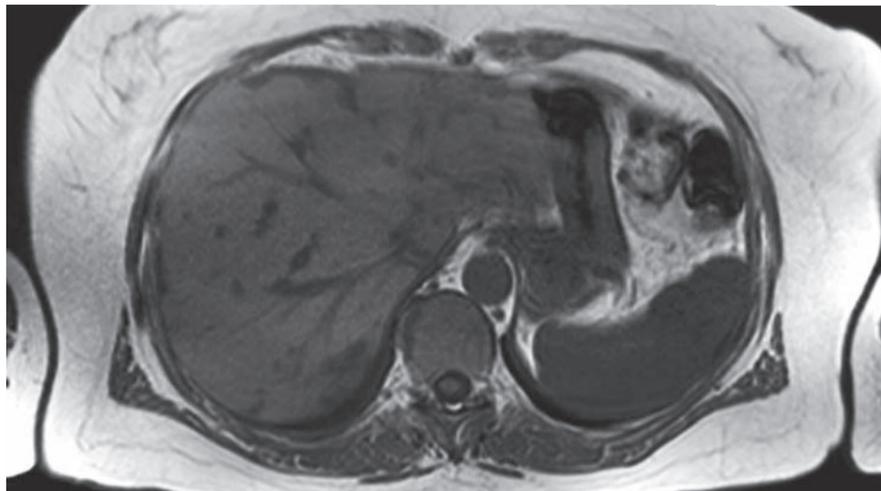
MRT mit Darstellung mehrerer, verschiedener großer Metastasen im linken und rechten Leberlappen bei einer Patientin mit Mammakarzinom
